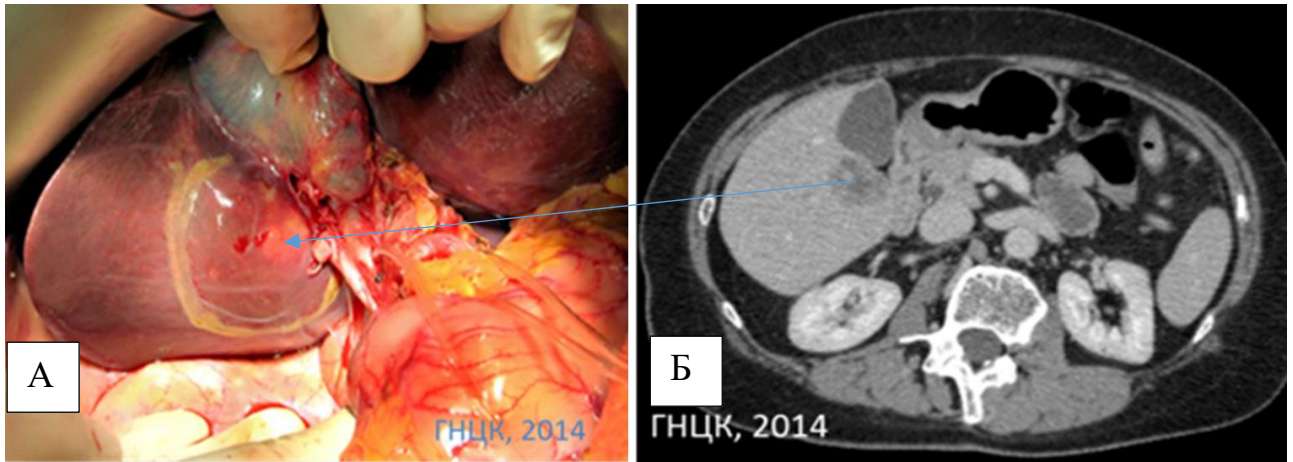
Интраоперационная фотография (А). Пациентка С., 61 год, и/б №2730-13. Метастаз в S5 печени. Интраоперационная ревизия и данные МСКТ (Б)
